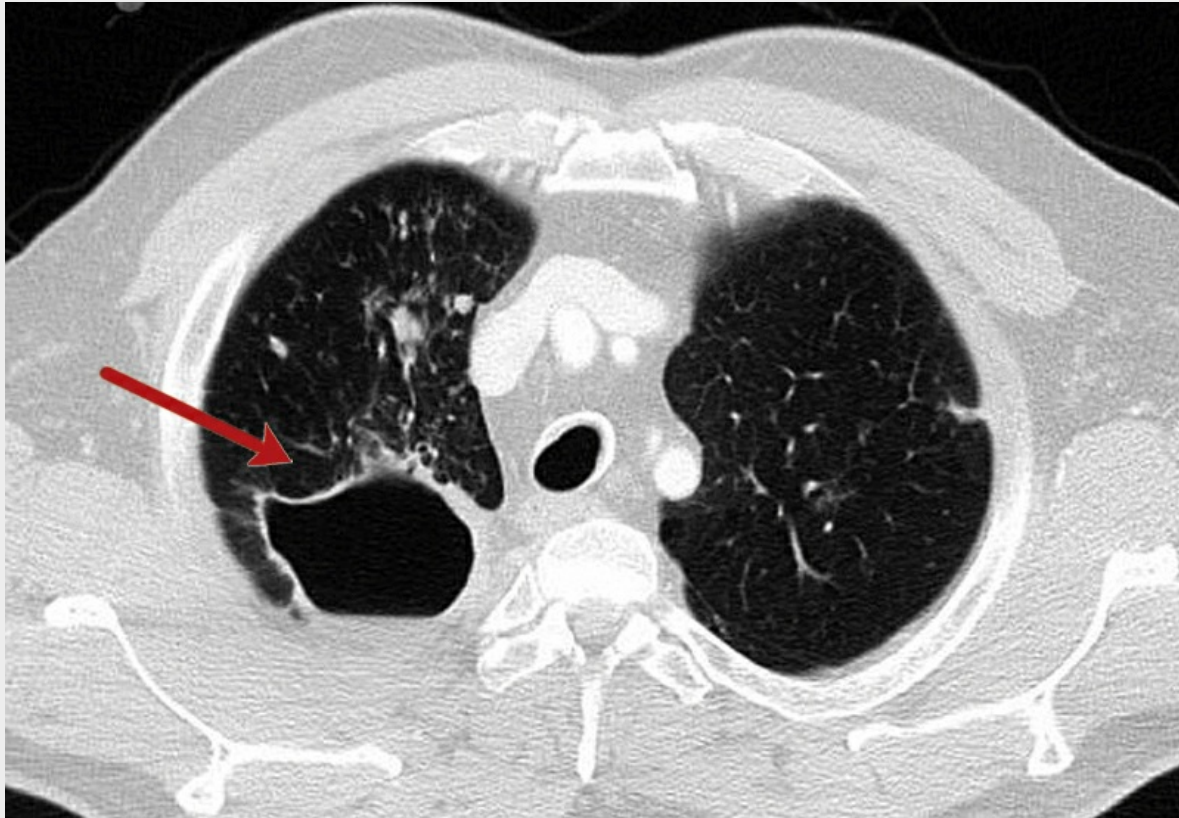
CT-Thorax mit Lungenkaverne (Pfeil)
